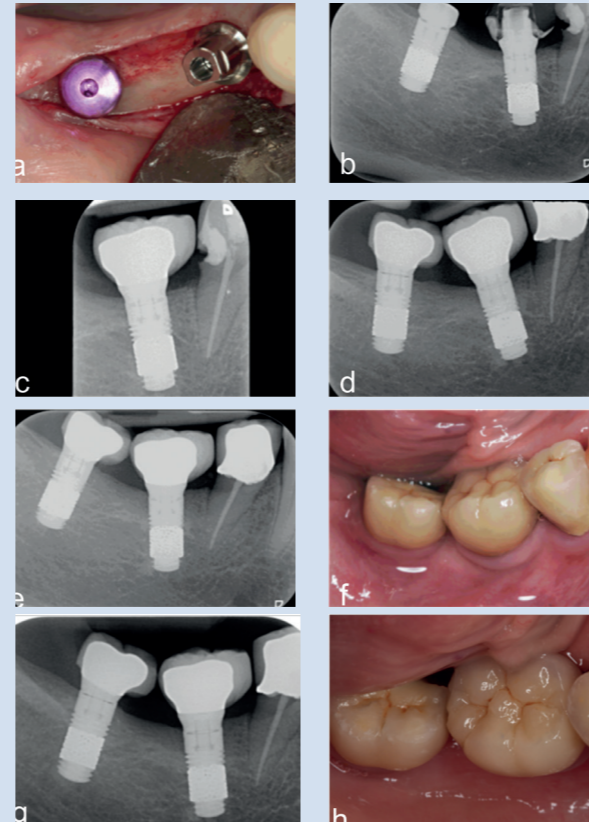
Les radiographies et les vues cliniques d'un patient de sexe féminin ayant participé à l'étude IL montrent un espace édenté cicatrisé dans la zone de la première molaire de la mandibule droite avec mise en place (a) d'un implant TM (Ø4,7 mm x L 10 mm) et une stabilisation suffisante (b). La restauration finale a été posée après 2 semaines de cicatrisation. L'implant a préservé les niveaux des tissus mous et ne présentait aucune complication lors des visites de contrôle à 1 an (d), 2 ans (e, f) et 3 ans (g, h). Lors de la visite de contrôle à 3 ans, l'implant était stable et pleinement fonctionnel avec un minimum de perte de crête osseuse (0,12 mm). L'implant TM posé dans la zone de la deuxième molaire inférieure droite ne faisait pas partie de l'étude et a subi une mise en charge classique. Cas présenté par le Dr Markus Schlee.
